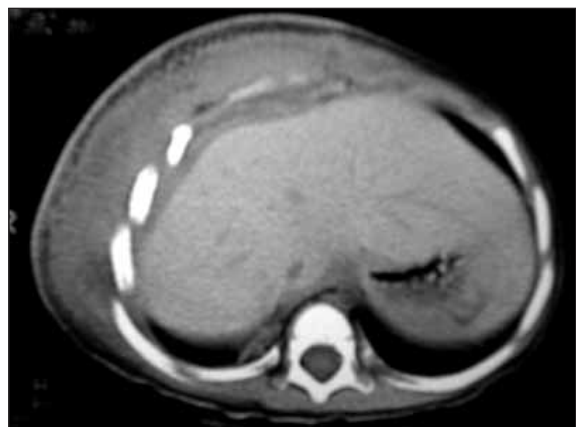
Tomografía axial computarizada de abdomen donde se observa un aumento difuso del espesor de partes blandas generando una masa que desplaza el parénquima hepático.
